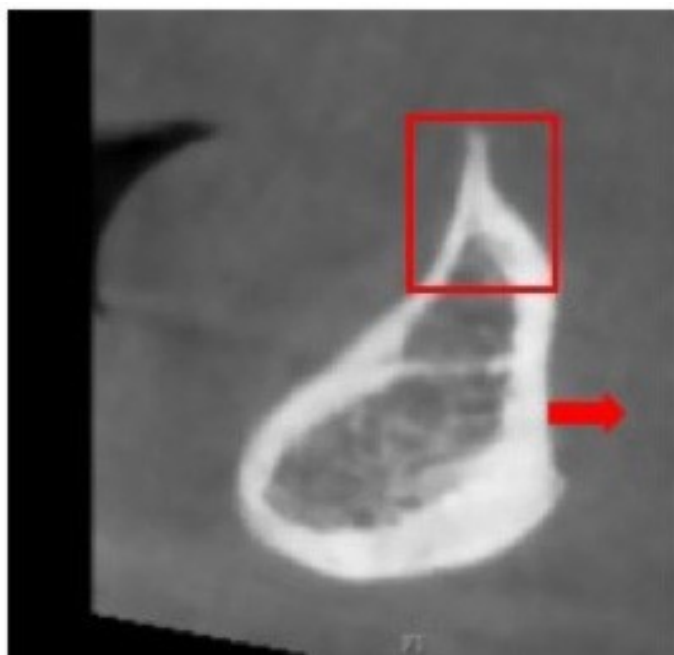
coupe CBCT de la région symphysaire illustrant le déplacement lingual du point B : flèche rouge, et la zone présentant des remaniements importants durant la croissance : carré rouge).
